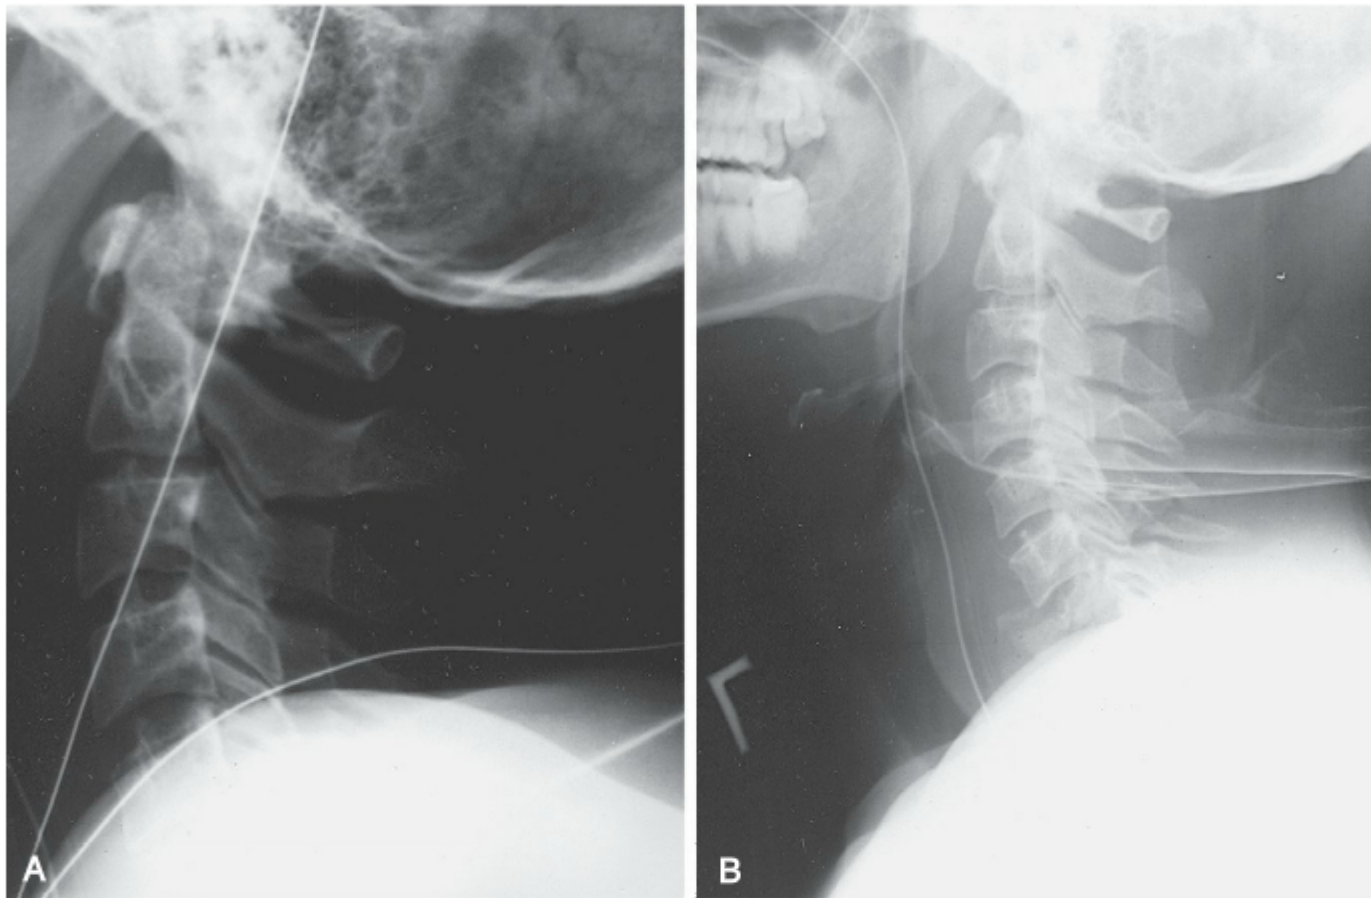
Importância de uma incidência lateral completa da coluna cervical. A importância da visualização completa de todas as sete vértebras cervicais na radiografia em perfil da coluna cervical está ilustrada nestas duas fotorradiografias. A, Uma radiografia em perfil da coluna cervical inadequada (C7 não visualizada). B, A repetição do filme em perfil mostra uma fratura-expressão de C7.
